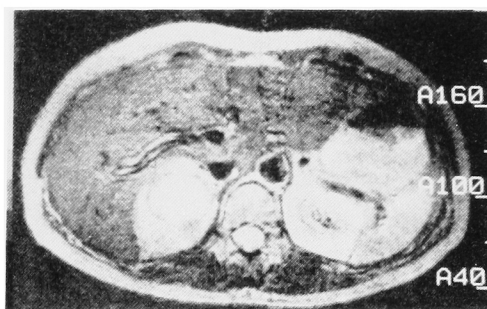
T2-weighted image of right adrenal tumor (pheochromocytoma). Intensity of the tumor is very high and inside of tumor shows higher intensity than outside, which is necrosis.
